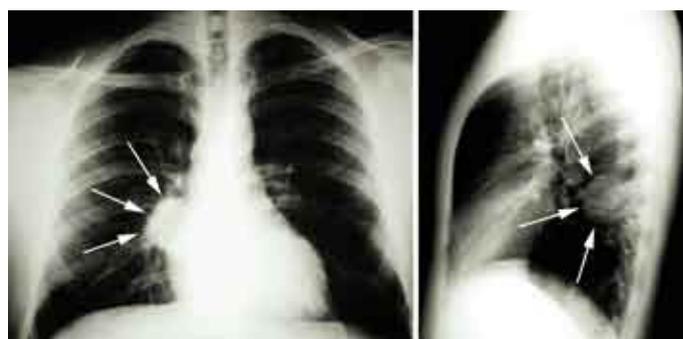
Radiografía PA y lateral de un paciente con un tumor neurogénico del mediastino posterior.
